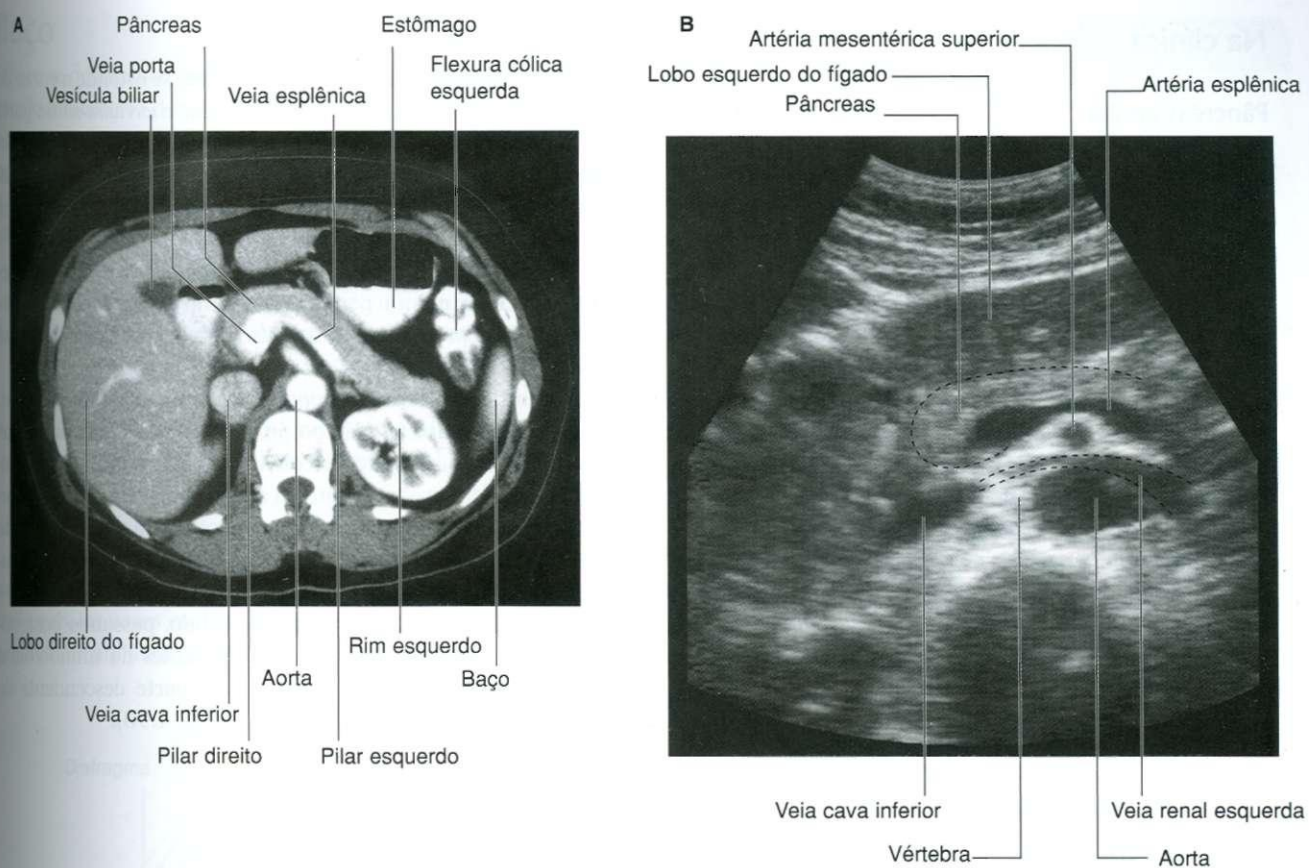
Imagens abdominais. A. Tomografia computadorizada do abdome, com contraste, no plano axial. B. Ultra-sonografia abdominal.
